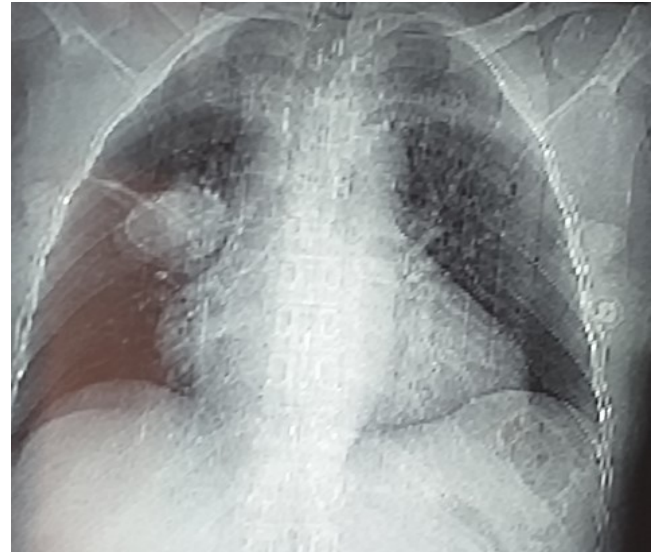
Radiographie pulmonaire face. Opacité parenchymateuse droite arrondie à contours nets avec discret épaissement scissural homolatéral.
